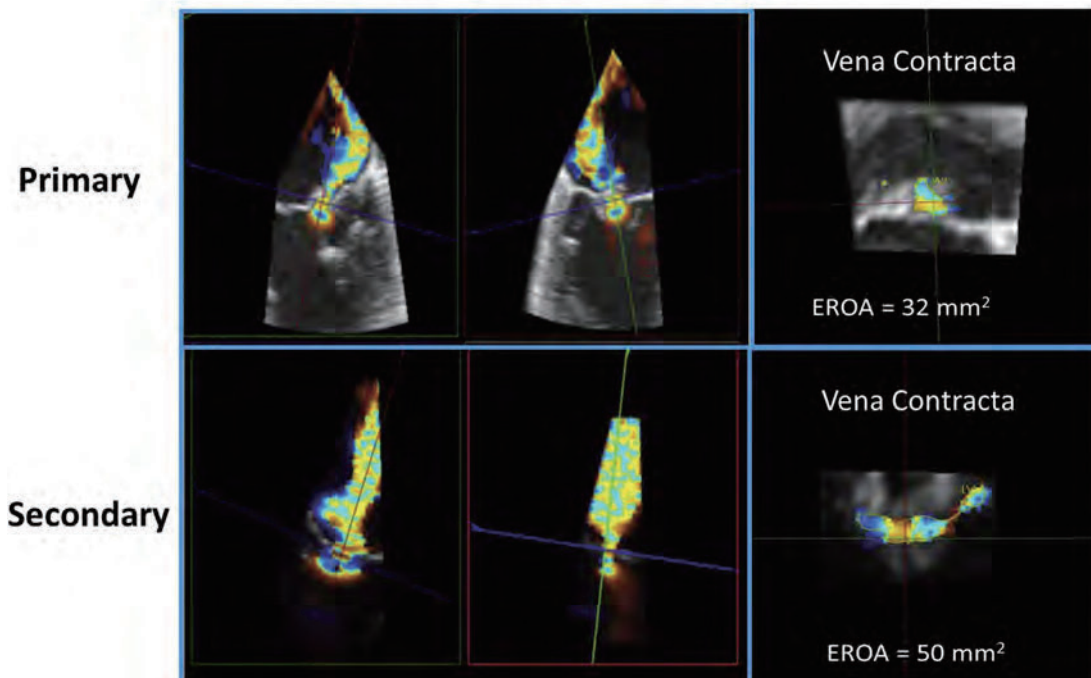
2症例の 3D 心エコー図および多断面再構築ツールを用いた VCA の定量評価を示す。円形の VCA と半球状の PISA を有する一次性 MR（上段）と、楕円形の VCA と非半球状の PISA を有する二次性 MR（下段）。
